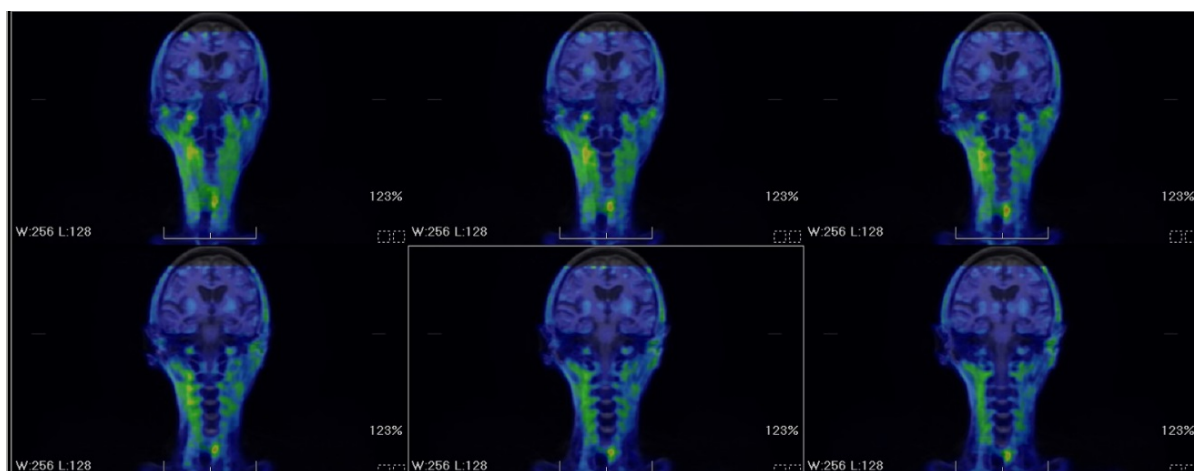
FBPA-PET inspection
